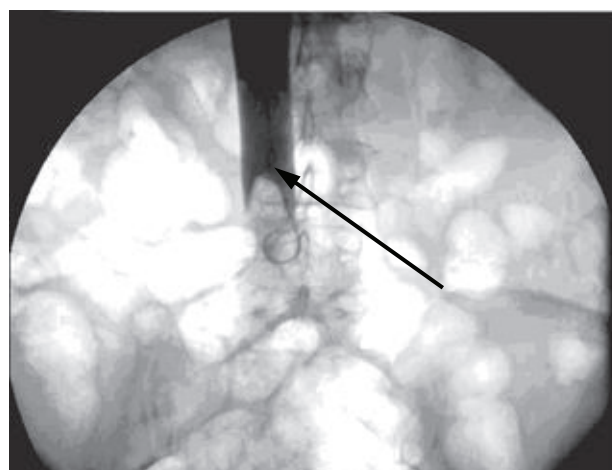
Рентгеноконтрастная илеокаваграфия. Стрелкой указана эмбоопасная «головка» флотирующего тромба на уровне тела III поясничного позвонка.
